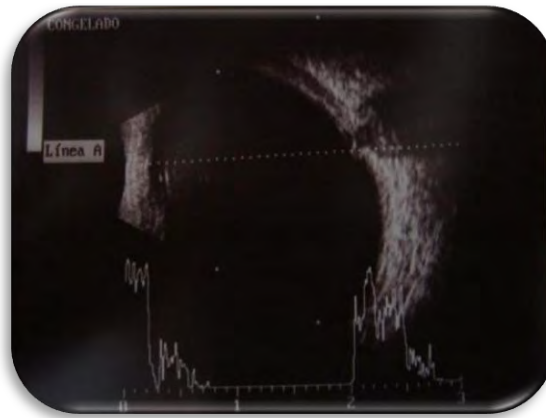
CASO 4. Ecografía modo A y B donde se observa eco en membrana de alta reflectividad compatible con desprendimiento de retina.
